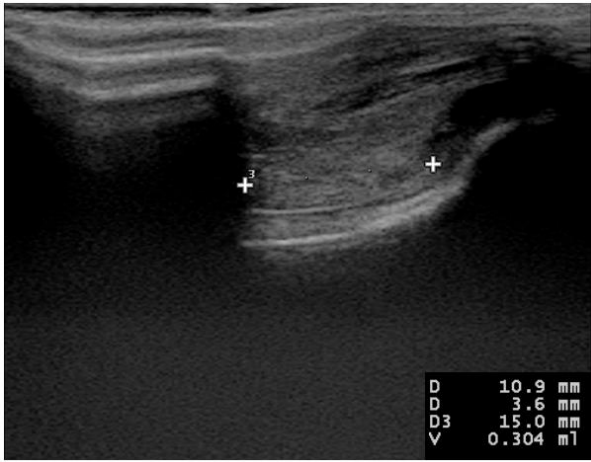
Grup K1 Postoperatif 3. Gün USG
